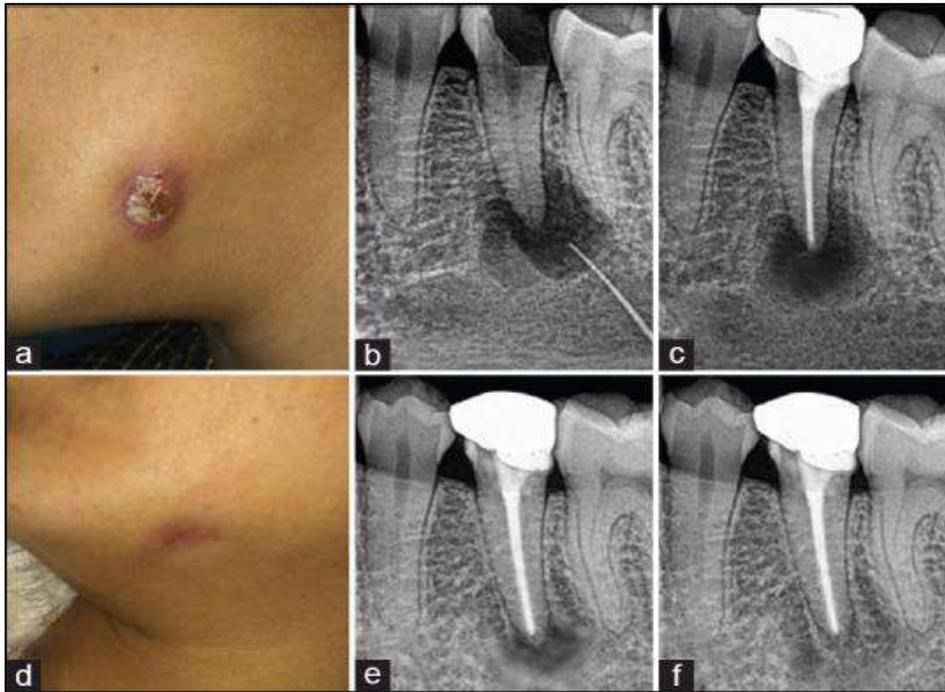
(a) Fotografía clínica preoperatoria que muestra una lesión ulcerativa con drenaje del seno en el borde inferior izquierdo de la mandíbula, (b) radiografía preoperatoria que revela una rarefacción periapical de 35 con trazado del seno, (c) finalización del tratamiento del conducto radicular, (d) fotografía clínica que muestra la resolución de lesión de la piel, (e) radiografía de seguimiento a los 3 meses, (f) seguimiento a los 12 meses que muestra la curación ósea completa.
